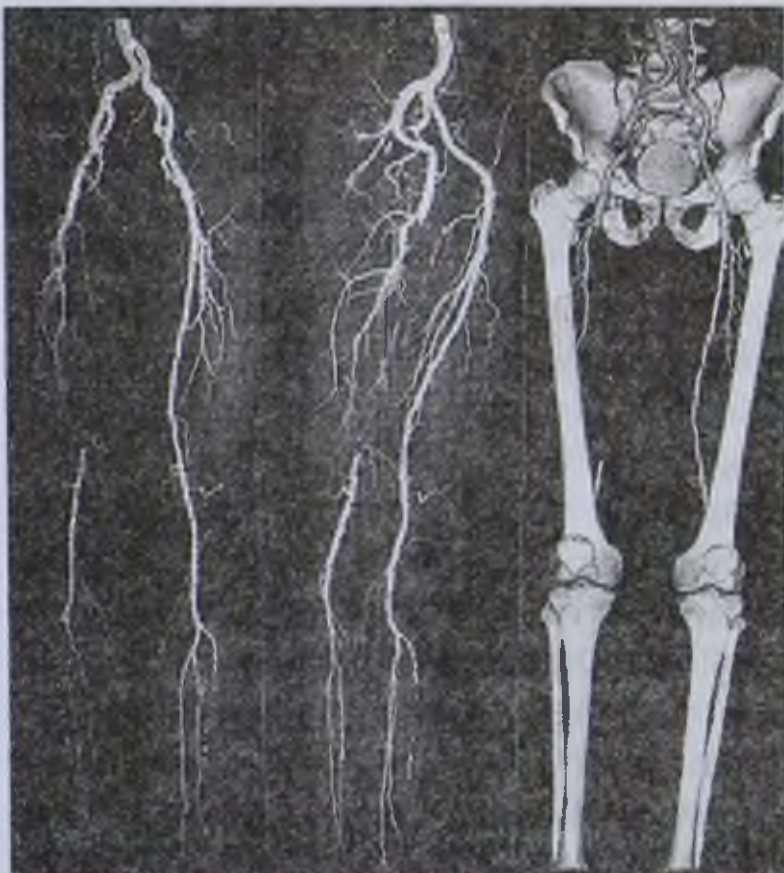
Спиральная КТ у больного атеросклерозом нижних конечностей
